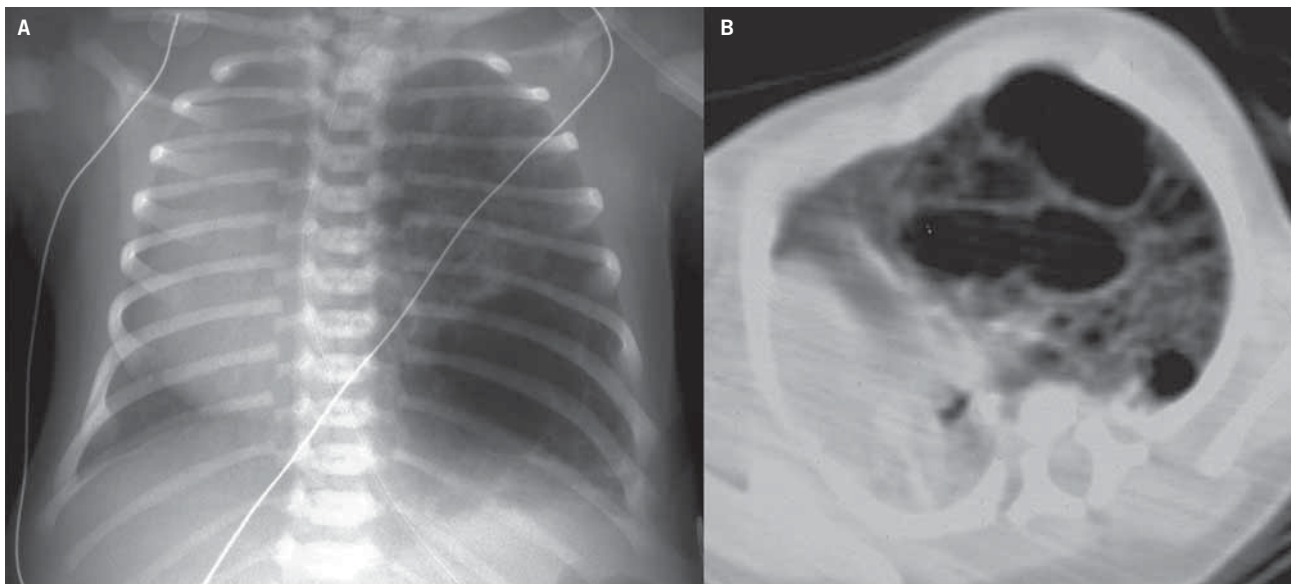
En la radiografía de tórax (A) se aprecia un hemitórax izquierdo hiperluciente aumentado de tamaño, se observa un desplazamiento del mediastino y del hemidiafragma izquierdo. En la tomografía computarizada (B), se demuestran unas lesiones quísticas llenas de aire, de paredes finas, con un pulmón aumentado de tamaño. Diagnóstico: malformación adenomatoidea quística (malformación congénita de la vía aérea pulmonar).
